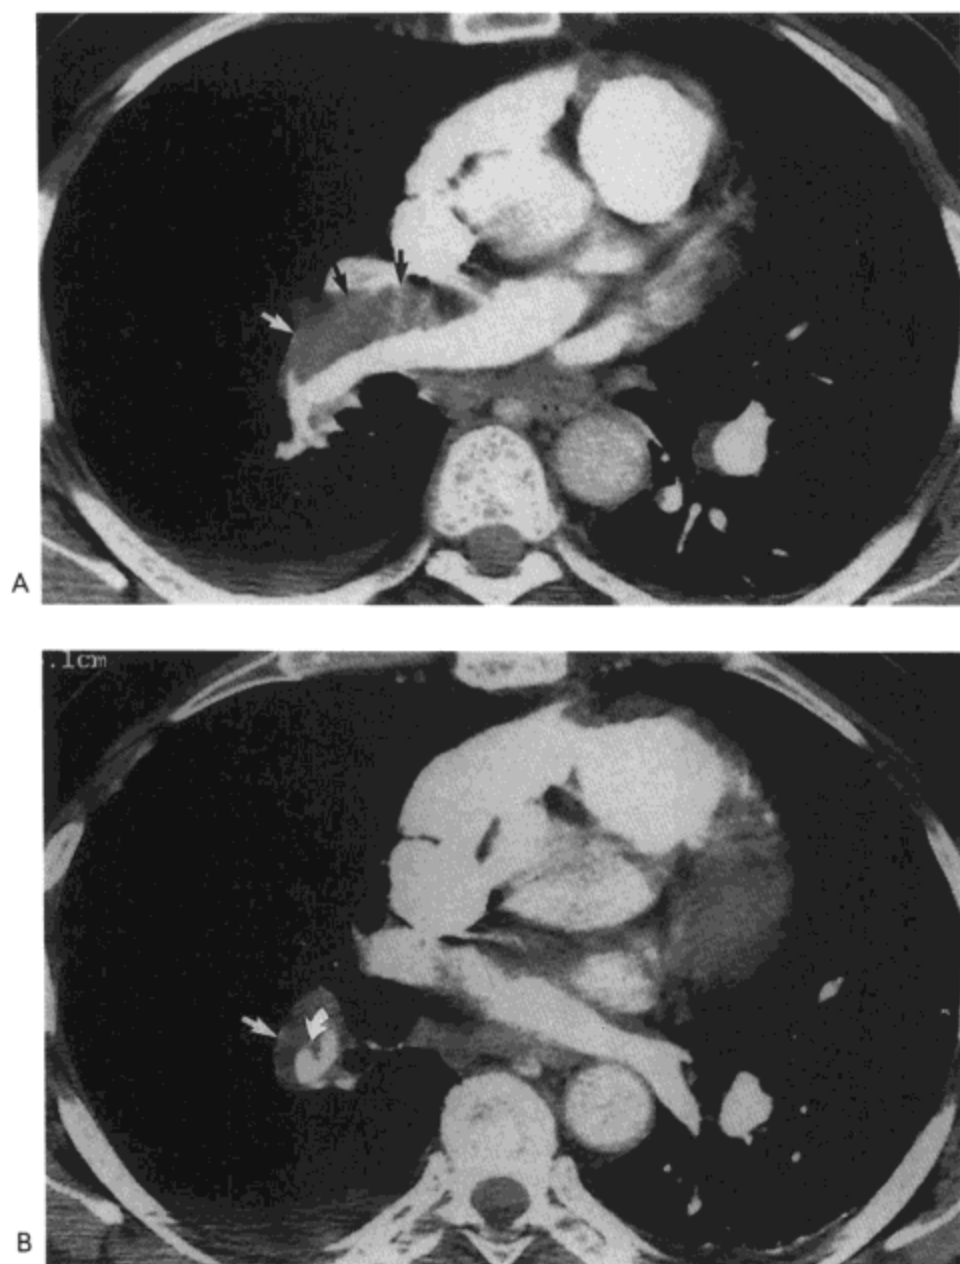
慢性肺血栓栓塞。A：对比剂增强螺旋CT示右侧叶间肺动脉内偏心性充盈缺损(箭号)。B：左心室水平扫描影像示右肺下叶动脉偏心性充盈缺损(直箭号)与腔内网(弯箭号)。病人男，69岁，患慢性肺血栓栓塞。
